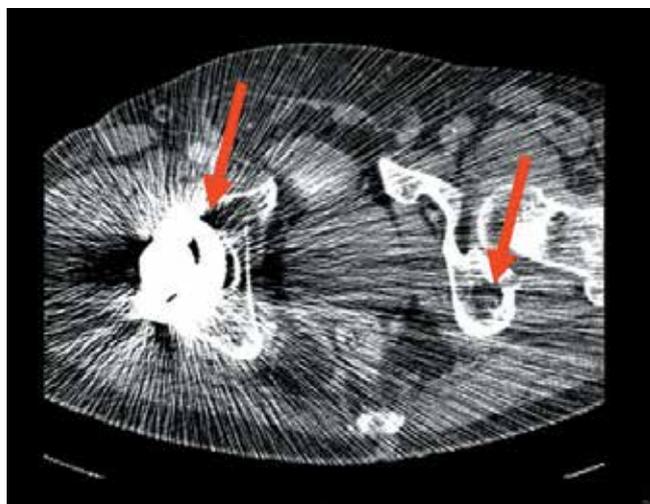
Компьютерная томография костей таза через 4 мес лечения pazопанибом: стабилизация процесса (стрелки)
